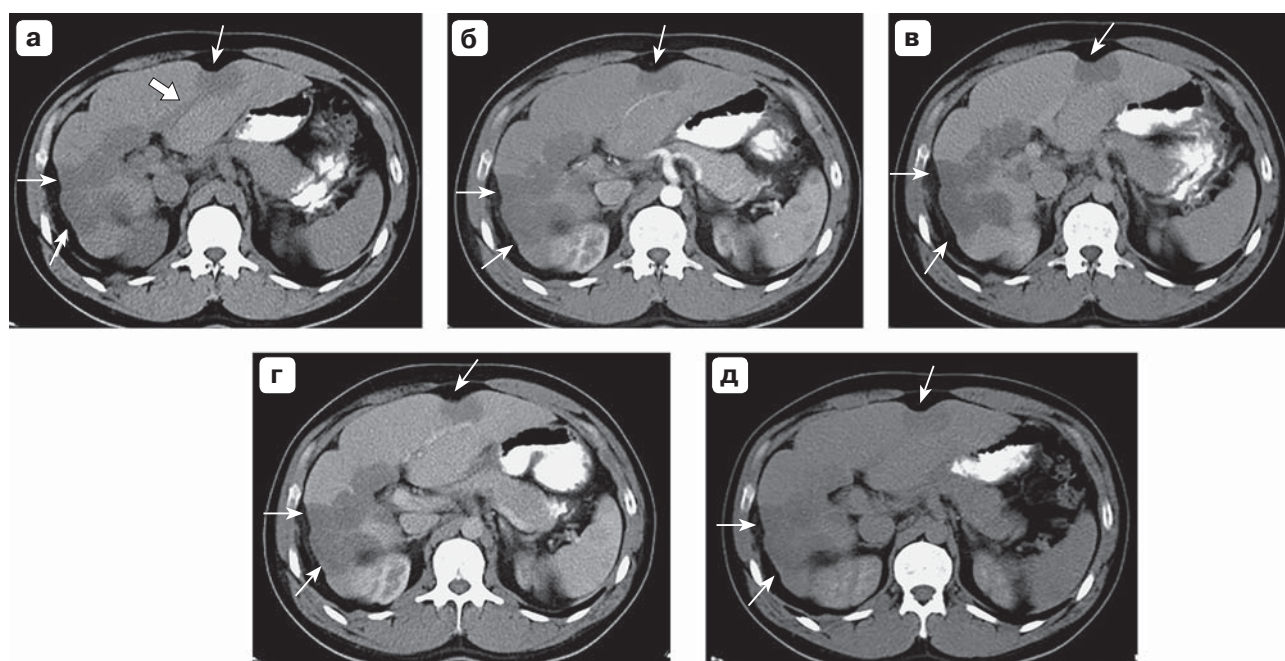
Больной Д., 39 лет. Компьютерные томограммы в аксиальной проекции в нативную (а), раннюю (б) и позднюю артериальную (в), портальную (г) и отсроченную (д) фазы сканирования. Разница в динамике контрастирования больших и малых узлов в различные фазы сканирования. Субкапсулярное расположение узловых образований в печени с участками втяжения капсулы вблизи как мелкого, так и крупного узла (тонкие стрелки). Толстая стрелка (а) указывает на “нить”, связывающую узлы.
